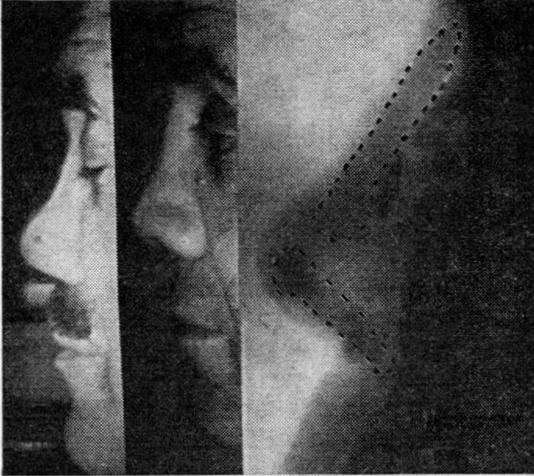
Implante de silicón para corregir una depresión nasal. La radiografía muestra dos implantes del material, marcados mediante un punteado. En la profundidad se aprecia una sombra más oscura, que corresponde a un pequeño implante de marfil realizado veinte años antes.
